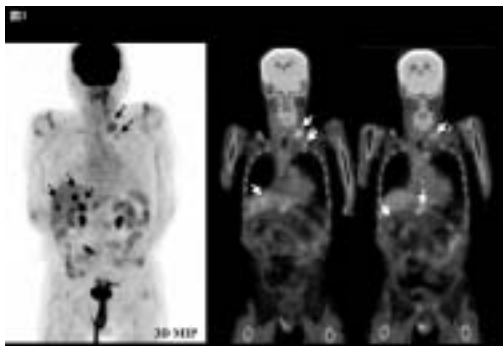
F-18 FDG PET/CTによる胃癌術後の再発巣の検出
